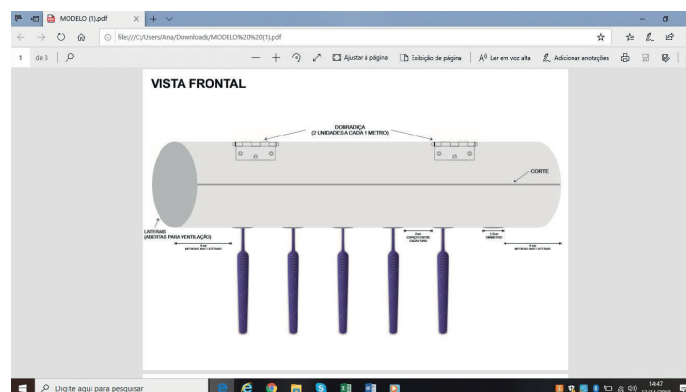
Protótipo porta escovas (com garrafa PET)
